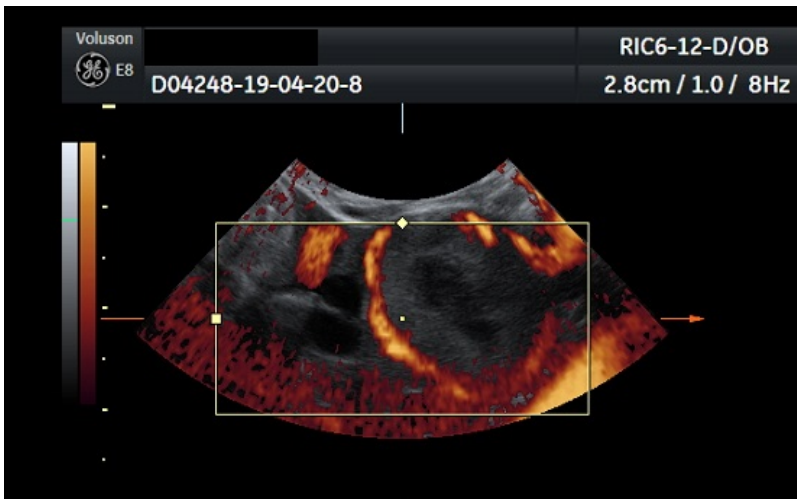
Obraz ultrasonograficzny obrazujący obecność wolnego płynu w jamie otrzewnowej w przypadku ciąży jajowodowej
